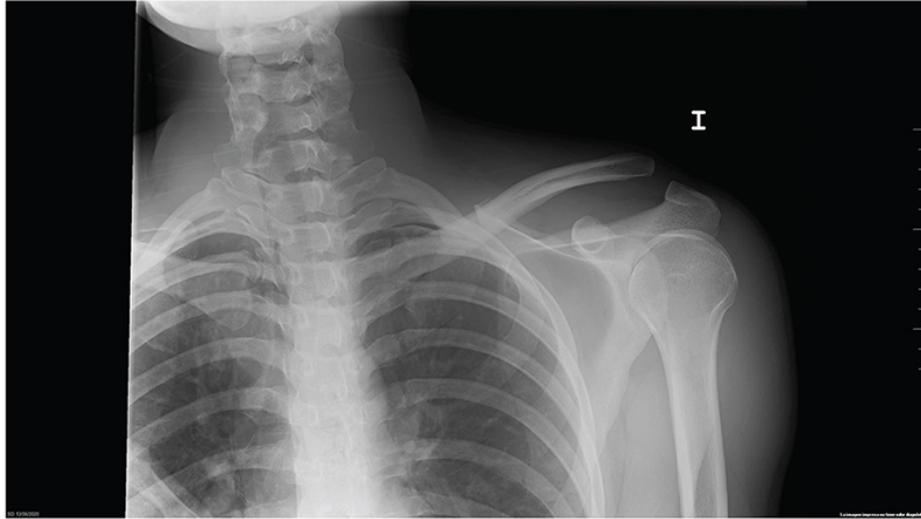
Radiografía AP de hombro: luxación acromioclavicular izquierda.
